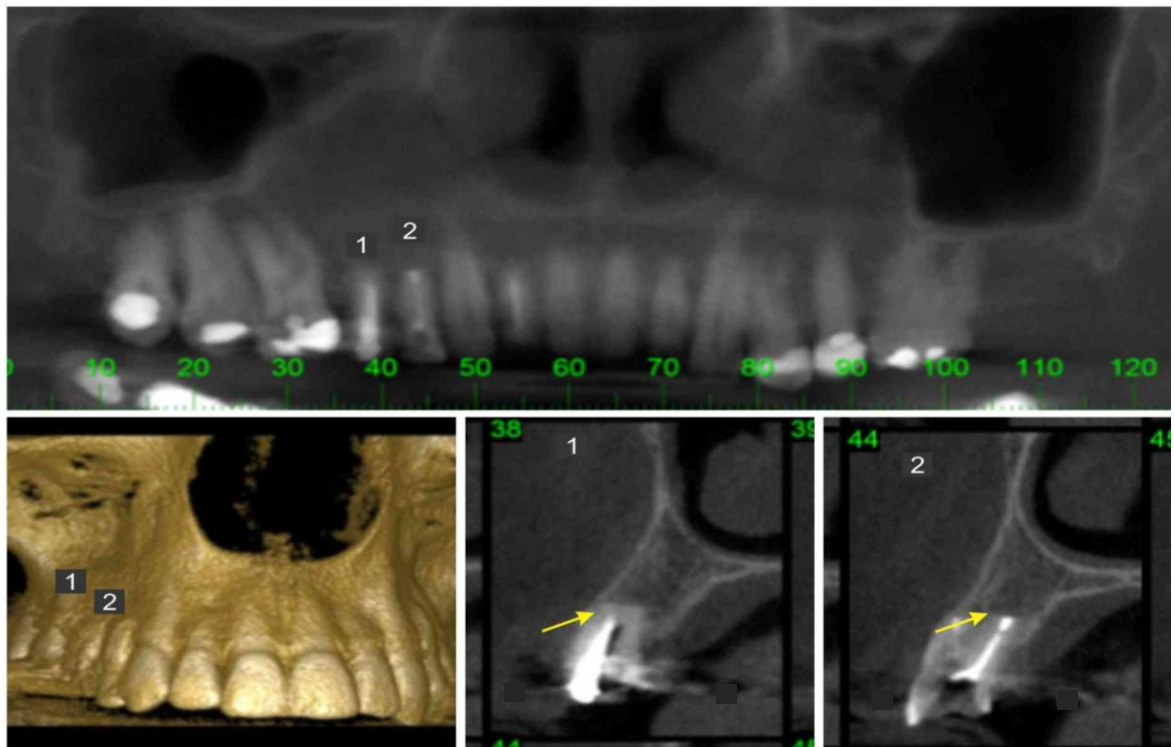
Tomografia Final: dente 1 retroobturado com cimento PBEA apresentando reparação total da ferida. Dente 2 retroobturado com cimento MTA apresentando reparação total da ferida.
